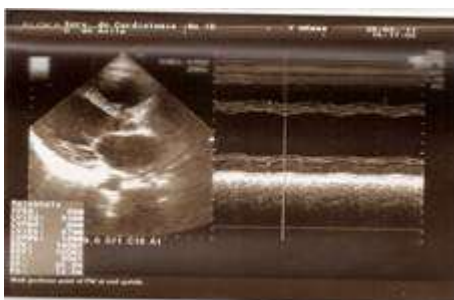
Ecocardiograma modo M de aorta y aurícula izquierda.
